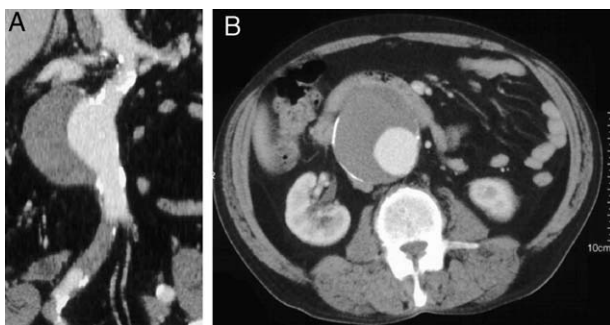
Angio-TC. A. Reconstrucción del AAA. Cuello largo y parcialmente calcificado. Iliaca común derecha obstruida. B. Corte axial: AAA de 7 cm de diámetro, trombo abundante y luz excéntrica. Duodeno en estrecha relación con la pared anterior del AAA.
